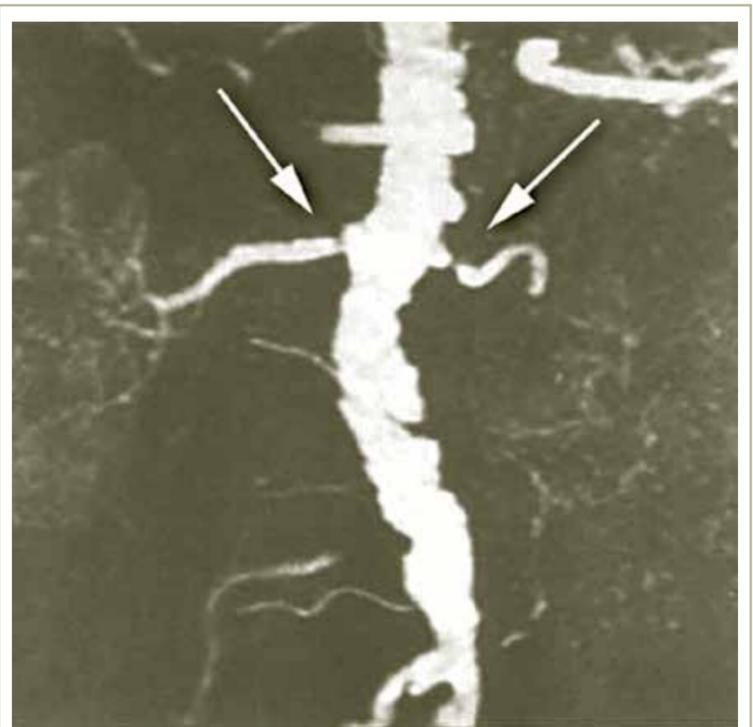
Angiorressonância com gadolínio demonstrando estenose bilateral de artéria renal (observar as setas).
